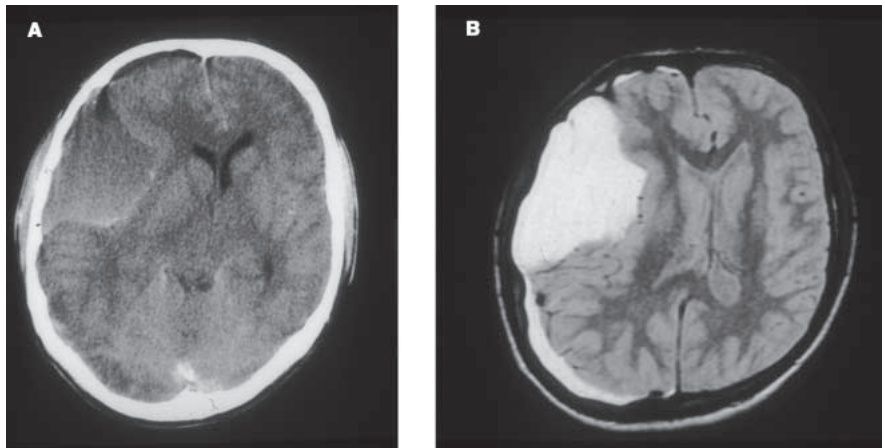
Postoperative CT-Kontrolle; A: nach 2 Wochen; B: nach 6 Monaten
